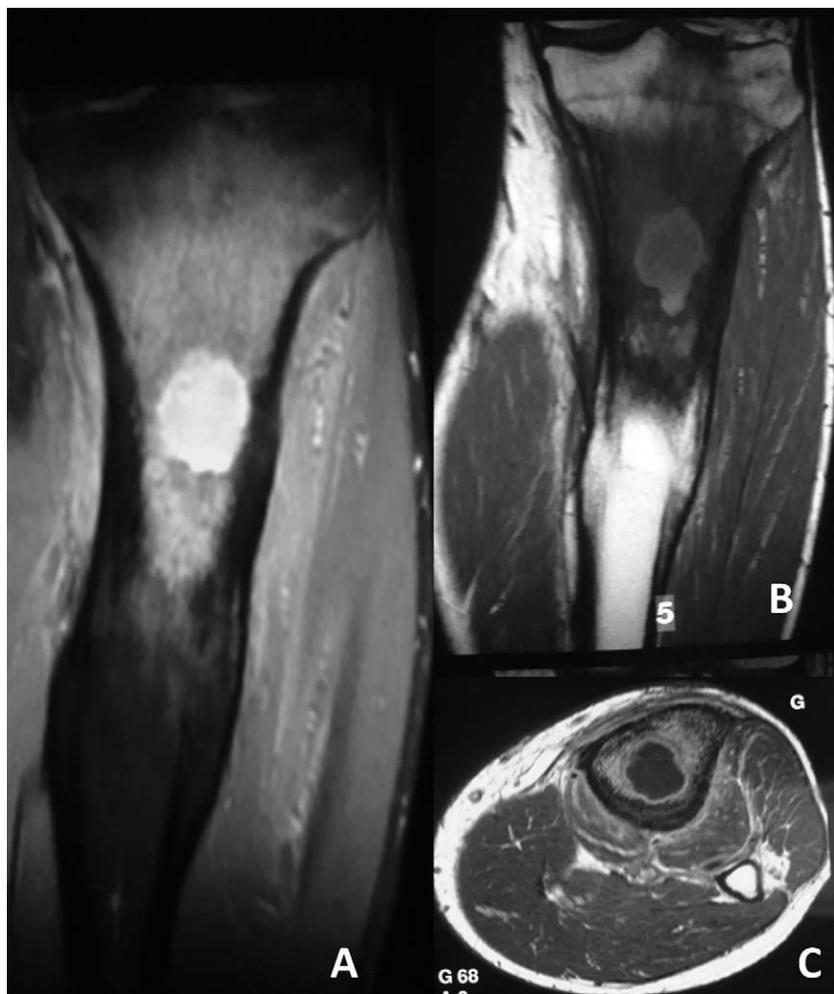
Cas n° 2. IRM confirmant la présence d'une collection liquidienne intramédullaire entourée de tissus scléreux sans signe de malignité en faveur d'une ostéomyélite chronique.
